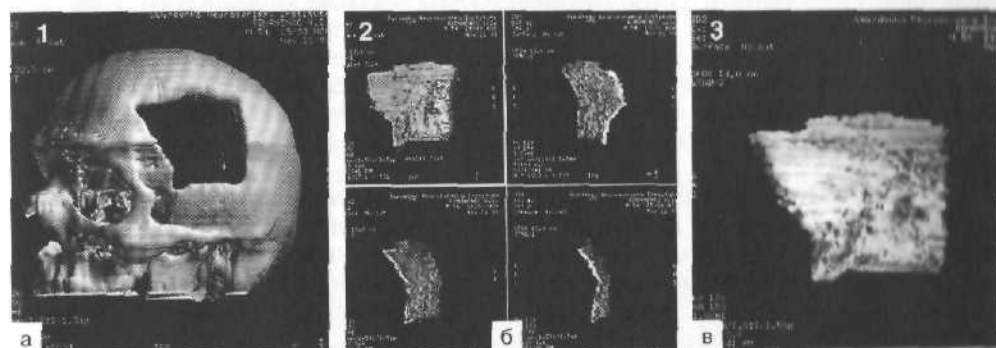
Трехмерная компьютерно-томографическая реконструкция черепа.
